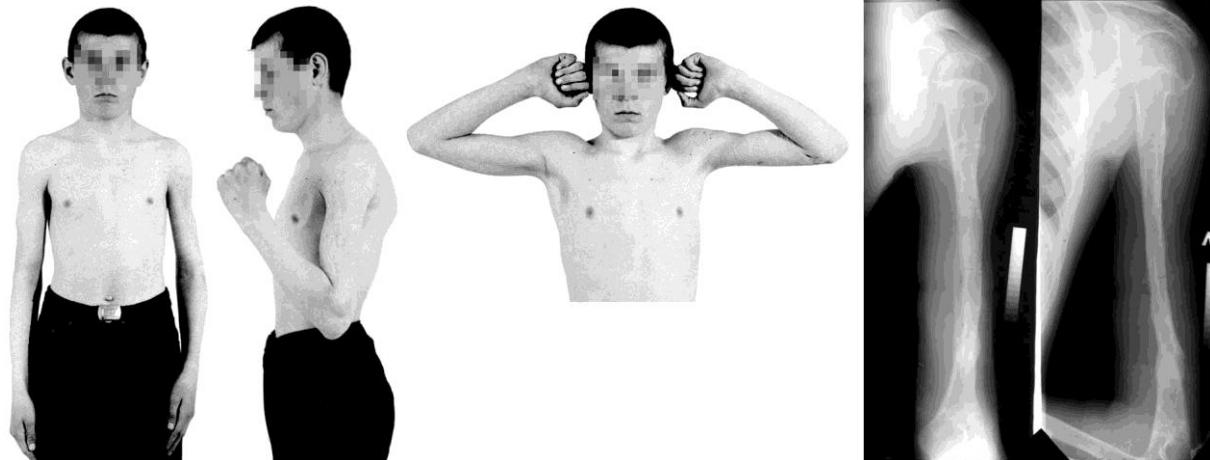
Больной Ш. и его рентгенограммы через 2 года после операции
